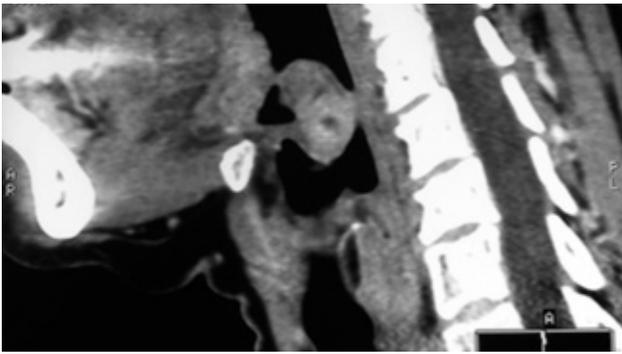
TAC cervical: corte sagital.
